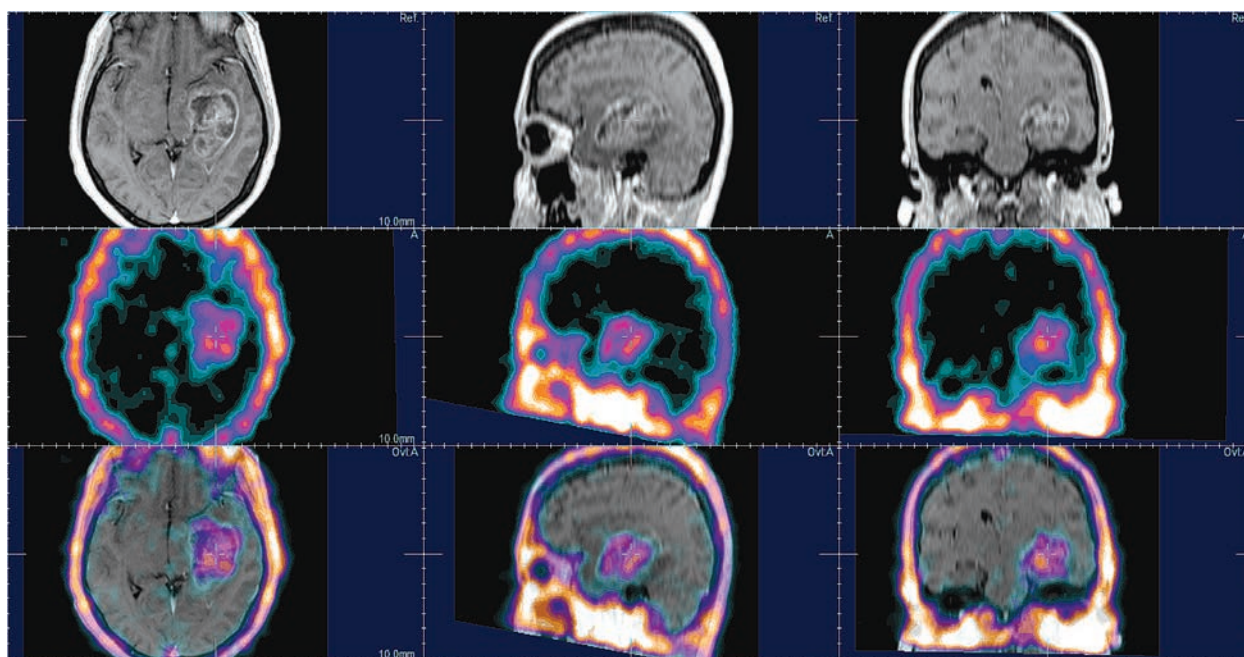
Хворий П. (спостереження № 57) з анапластичною гліомою III ступеня злоякісності лівої скроневі частки. Інтегровані дані ОФЕКТ та МРТ T1-зважених зображень з внутрішньовенним контрастуванням, в аксіальній, сагітальній та корональній проекціях. Збіг ділянок нагромадження РФП та МР-контрастної речовини (^{99}Tc -пертехнетат)
